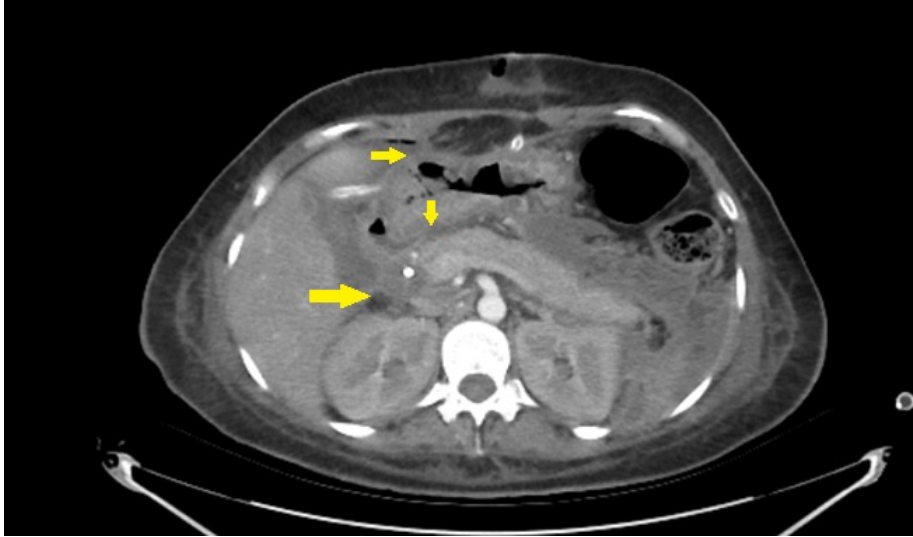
TAC abdomen Contrastada – CERID
